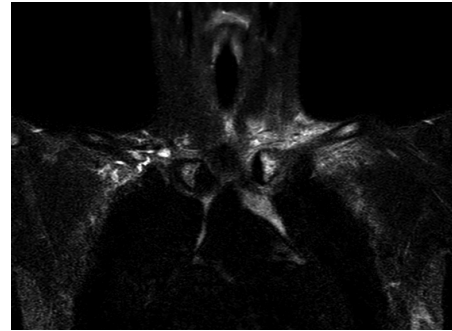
RMN collo a 4 settimane del termine della terapia antibiotica.
